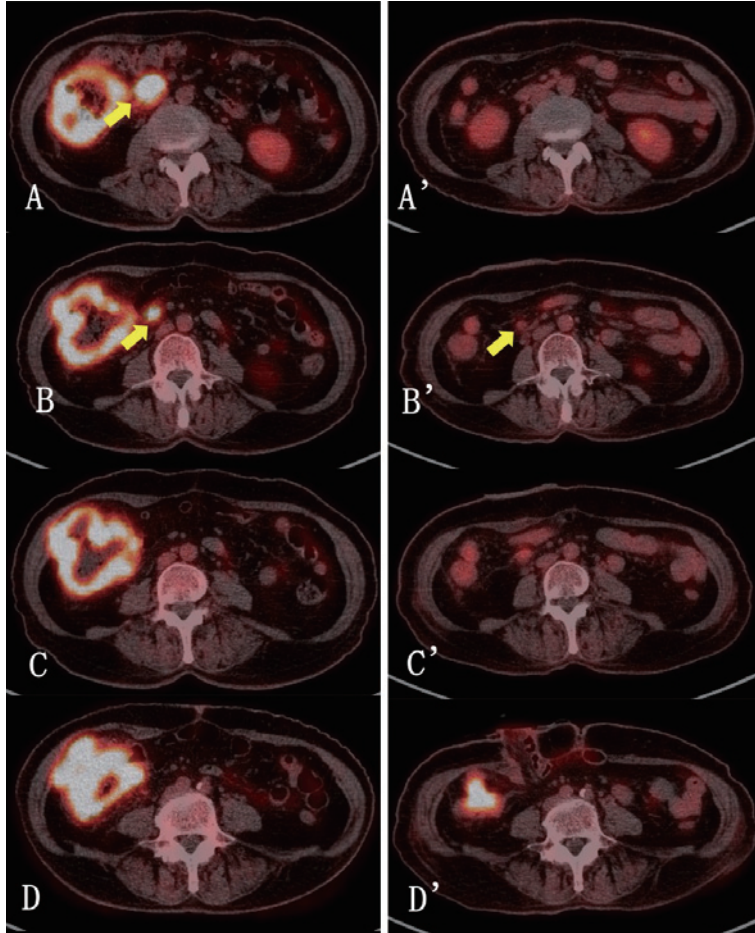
画像評価の経過 A: 診断時のPET-CTでの大動脈周囲リンパ節転移部位 (黄色矢印はリンパ節転移部位), A': ICI治療後のAと同レベルの部位 (リンパ節転移縮小にともない同レベルでは認識できず), B: Aのやや尾側レベルの部位, B': ICI治療後のBと同レベルの部位 (このレベルでは元々の転移リンパ節がわずかに描出はされるが集積は指摘されなくなった), C: 診断時のPET-CTでの原発, 腹壁浸潤がみられる, C': ICI治療後のCと同レベルの部位 (腫瘍縮小により同レベルでは腫瘍が認識できず), D: Cのやや尾側レベルの部位, D': ICI治療後のDと同レベルの部位 (ICI治療後はこのレベルが最も腫瘍が残存してみられた).
